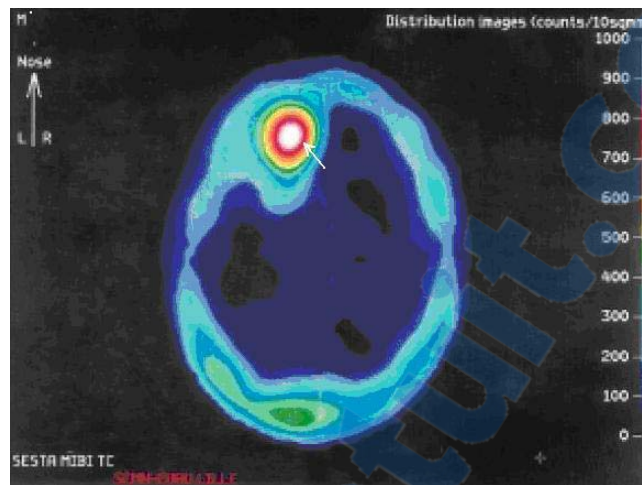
coupe tomoscintigraphique axiale montrant une fixation anormale du ^{99m}Tc Sestamibi en regard de la région frontale gauche (flèche) en faveur d'une récurrence tumorale. (85)
